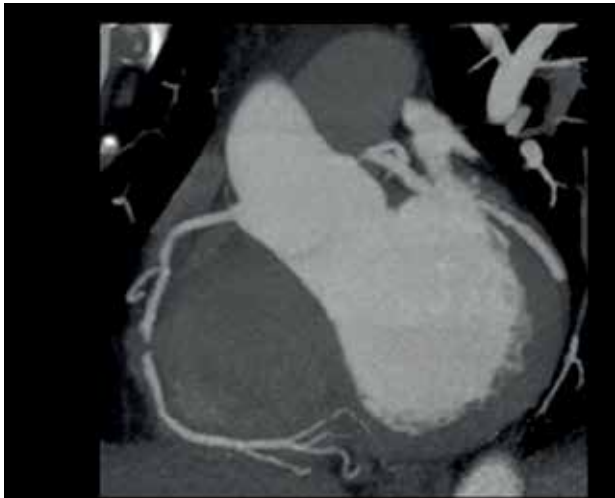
Paciente com dor torácica aguda e angiotomografia de coronárias evidenciando obstrução grave em terço médio da coronária direita (setas).
